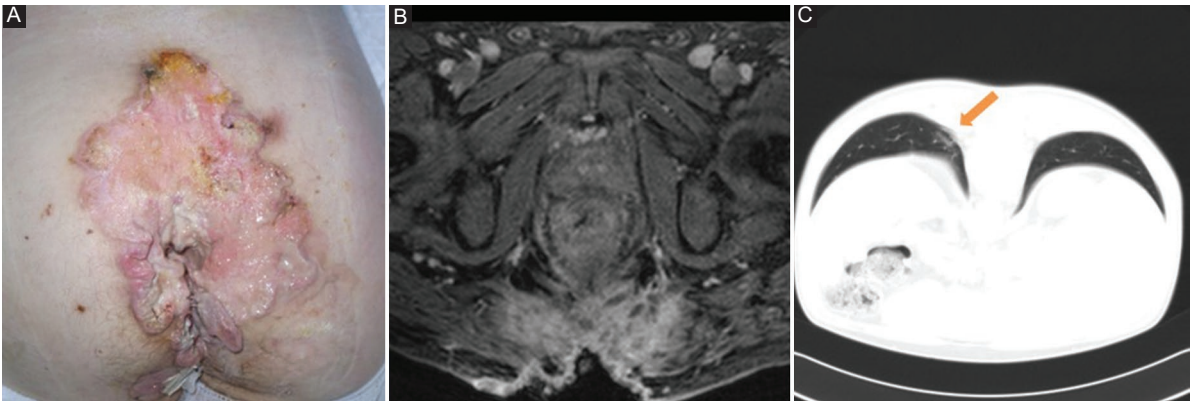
Male patient 46-year-old, pilonidal sinus (PS) since he was 27. A: he always had refused previous surgical treatment of the PS disease and consulted because ulceration and papilomatose formations in the affected area. B: biopsy revealed moderately-differentiated squamous cell carcinoma. Magnetic resonance imaging showed thickening of the distal third of the rectum and diffuse infiltration of the perineal and gluteal muscle. C: inguinal lymph nodes. Chest computed tomography revealed lung metastases. The patient died 13 months after initial tumor diagnosis despite of palliative chemotherapy.
